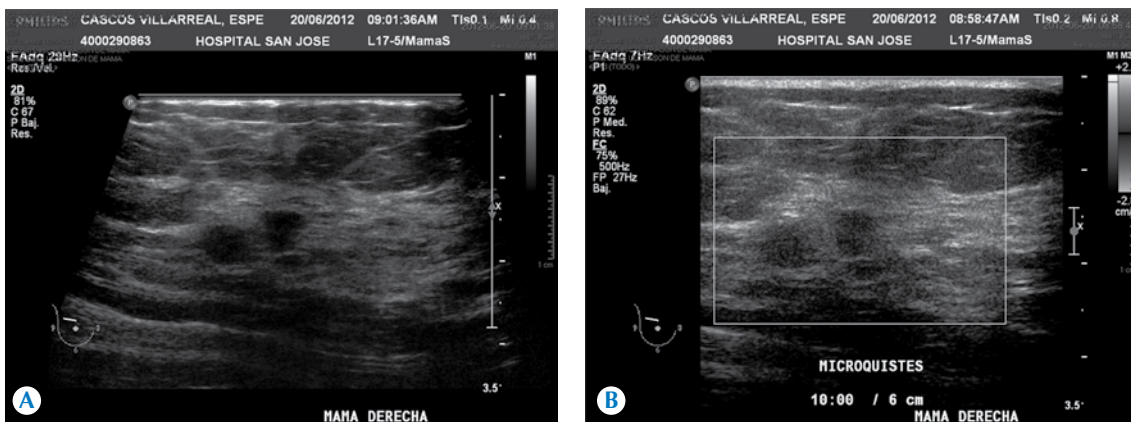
A) Ultrasonido de mama derecha orientado al sitio de masa vista por mamografía; se identifican tres nódulos marcadamente hipocóicos. B) Nódulos avasculares al aplicar Doppler color. No se identificaron otras lesiones.
